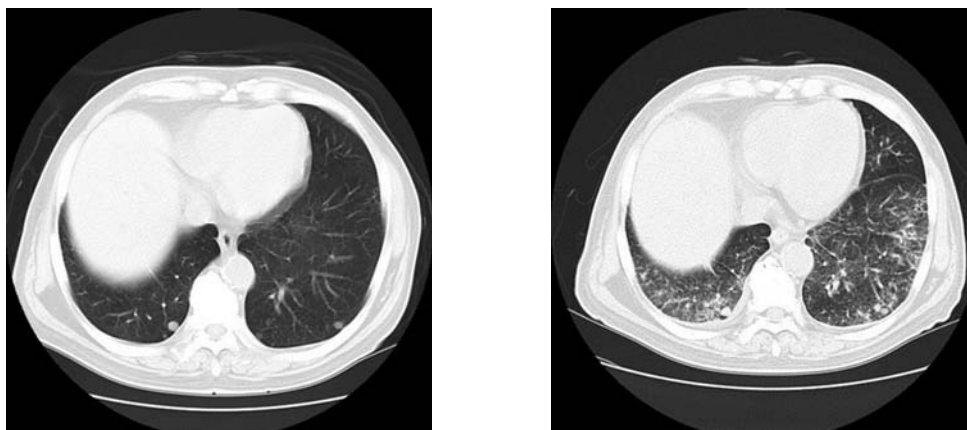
A CT image before the initiation of everolimus treatment (left) and one month later (first admission, right).
